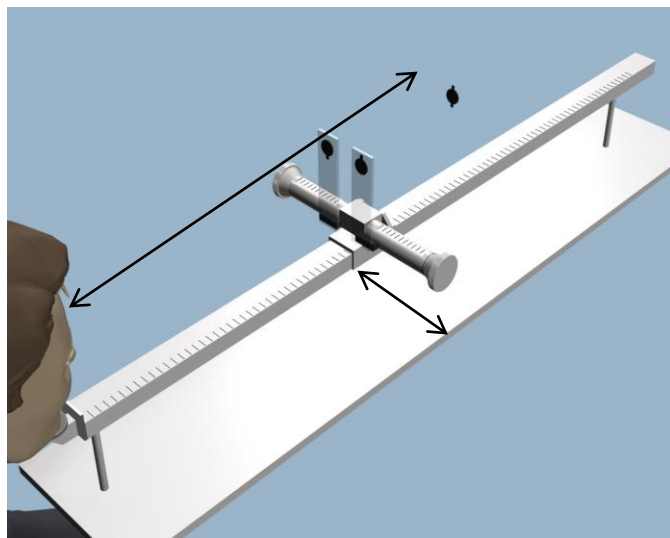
Методика определения амплитудных границ фузионного поля в пространстве
